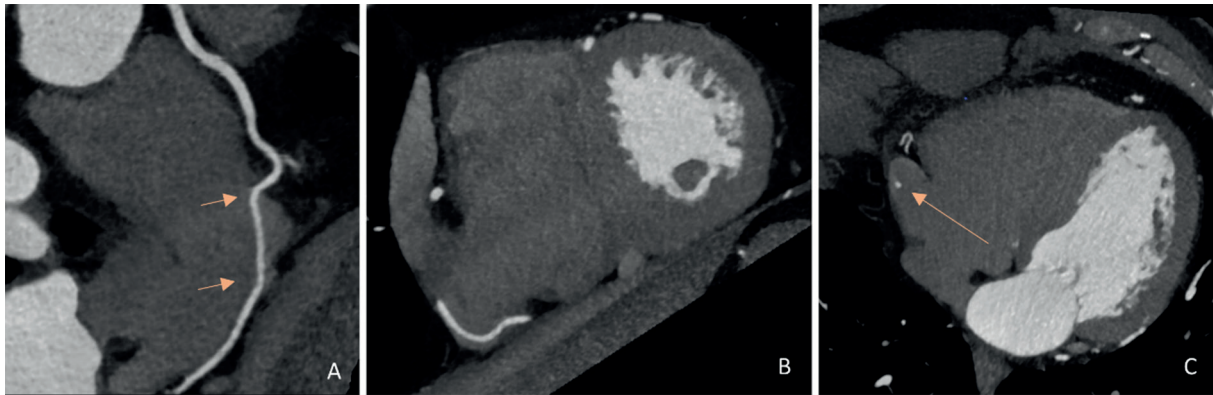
Painel A) Imagem multiplanar curva mostrando o trajeto intra-atrial da artéria coronária direita (CD) (seta); Painel B) imagem de projeção de máxima intensidade mostrando a localização intra-atrial da CD; Painel C) Imagem axial de TC do trajeto intra-atrial da CD (seta).
